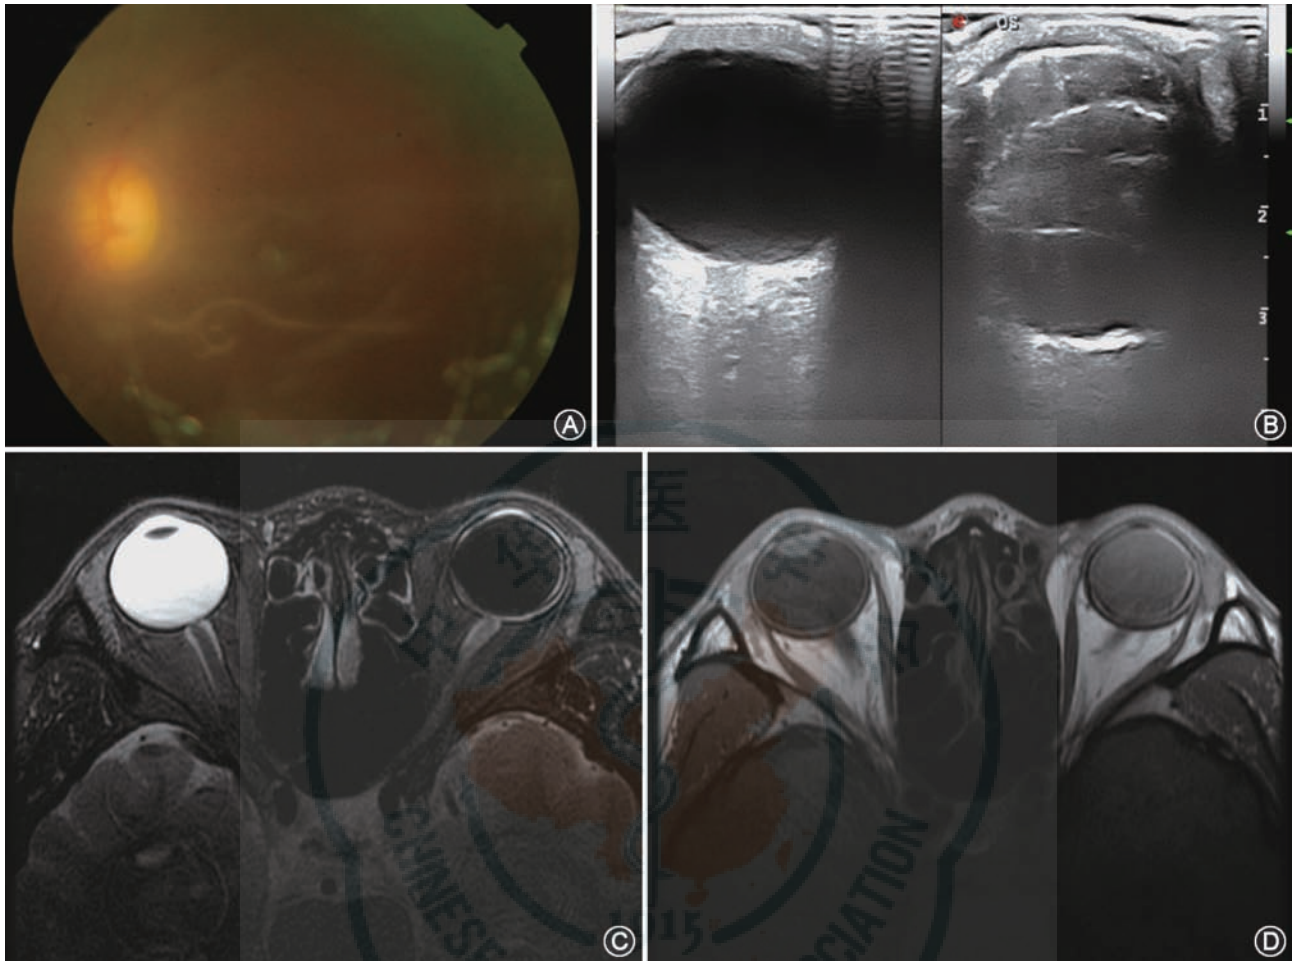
左眼铁片贯通伤后2次玻璃体切除联合硅油填充术视网膜未复位患者行左眼折叠式人工玻璃体(FCVB)植入术前后不同时间右眼检查结果 A示术前彩色眼底像;B示术前眼部B超检查结果;C、D分别示术后1年眼眶MRI检查结果,可见玻璃体腔呈均一的等-稍短T1、短T2信号,球壁内侧可见弧形高信号,为FCVB囊膜,与眼球壁贴附
